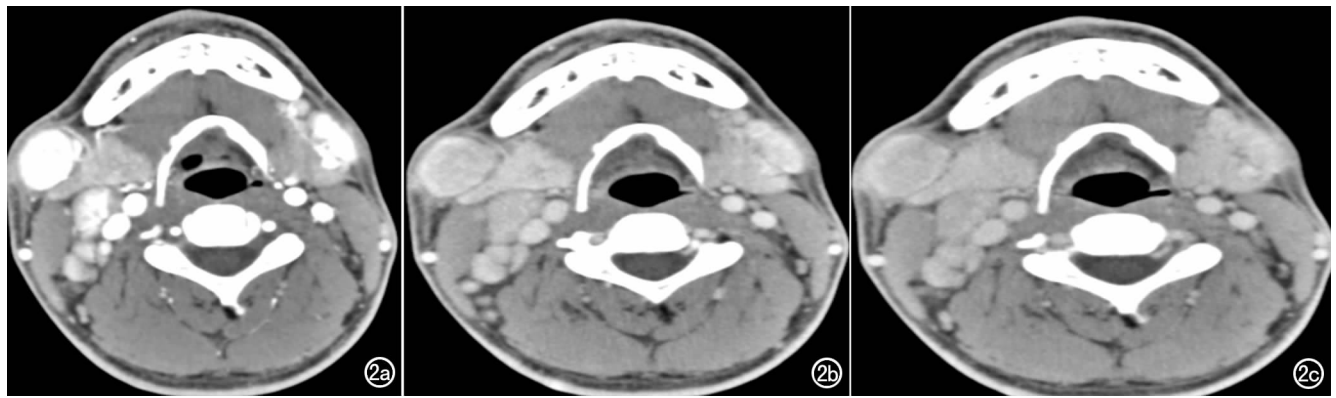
男, 30 岁。a) CT 增强动脉期示右侧下颌区结节影, 边缘光滑, 增强检查呈明显强化, 强化程度接近大血管密度, 右侧颈鞘区见多发增大淋巴结影, 强化程度低于病灶; b) CT 增强静脉期示病灶强化程度较动脉期减低, 强化不均匀, 内见片状稍低密度影; c) 增强延迟期示病灶强化程度进一步稍减低。
